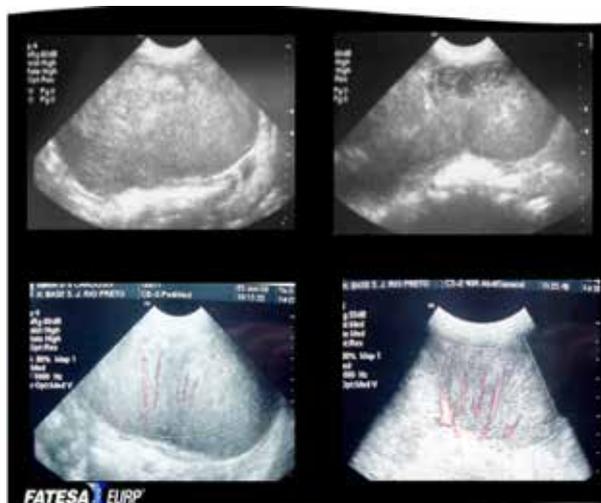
Exames complementares: ultrassonografia de abdômen total.
